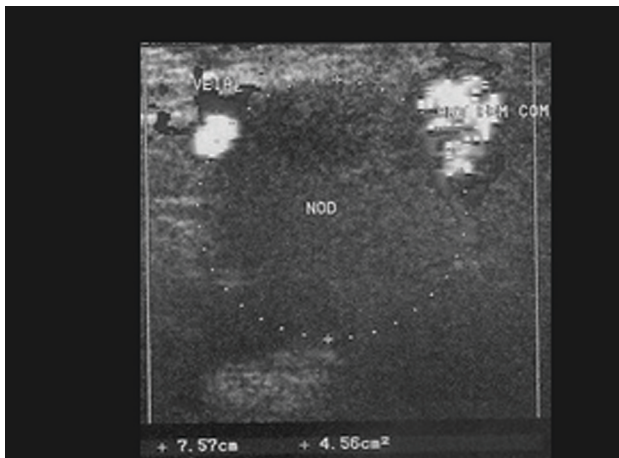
Eco-Doppler venoso colorido demonstrando massa cística em corte transversal, em topografia inguinal esquerda, demonstrando compressão de veia femoral comum
